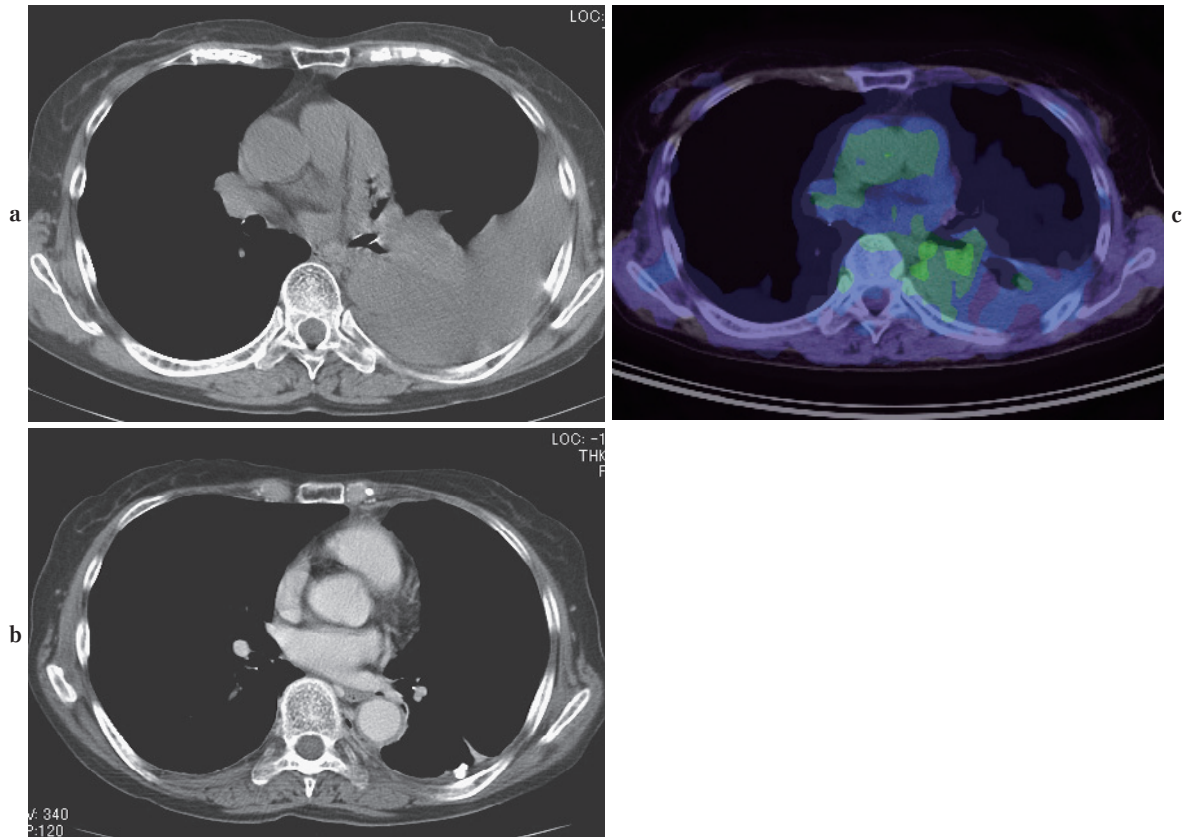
Pleural effusion type mesothelioma. a. Plain CT before the drainage of pleural effusion shows an accumulation of pleural effusion, but no pleural thickening or mass lesions. b. CECT after the drainage of pleural effusion does not show a mass lesion or pleural thickening. c. FDG-PET/CT before the drainage of pleural effusion: no definite accumulation of FDG can be seen.
